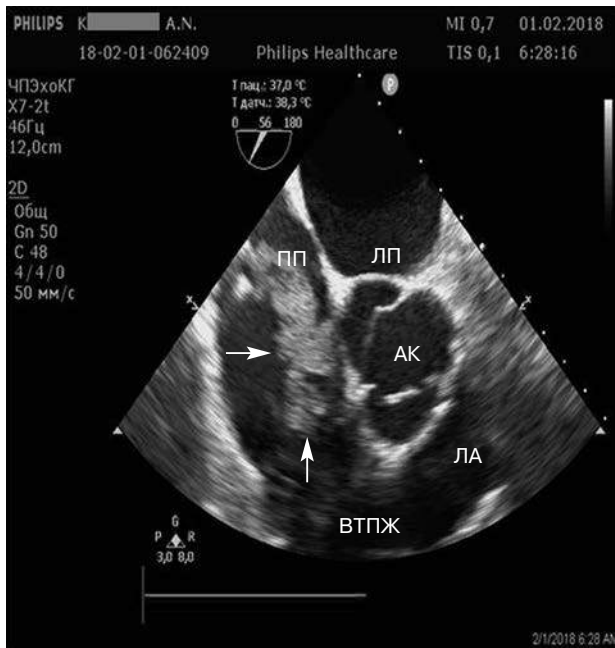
Чреспищеводное эхокардиографическое исследование в поперечной плоскости: поперечная короткая ось на уровне основания сердца. В правых отделах визуализируется электрод размером 48×22 мм с дополнительным эхо-сигналом (указан стрелками). Рыхлое образование не кальцифицировано и очень мобильно, пролабирует в правый желудочек через трикуспидальный клапан. Такие вегетации часто сопровождаются эмболическими осложнениями.
